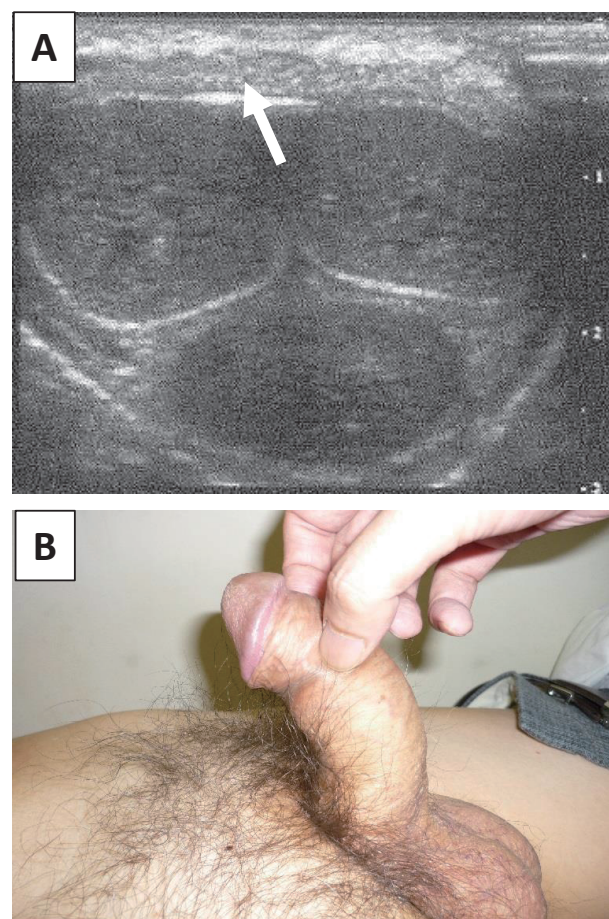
症例 2. A：超音波検査による陰茎の横断像 (矢印：陰茎背側のプラーク)，B：勃起時の陰茎の彎曲
